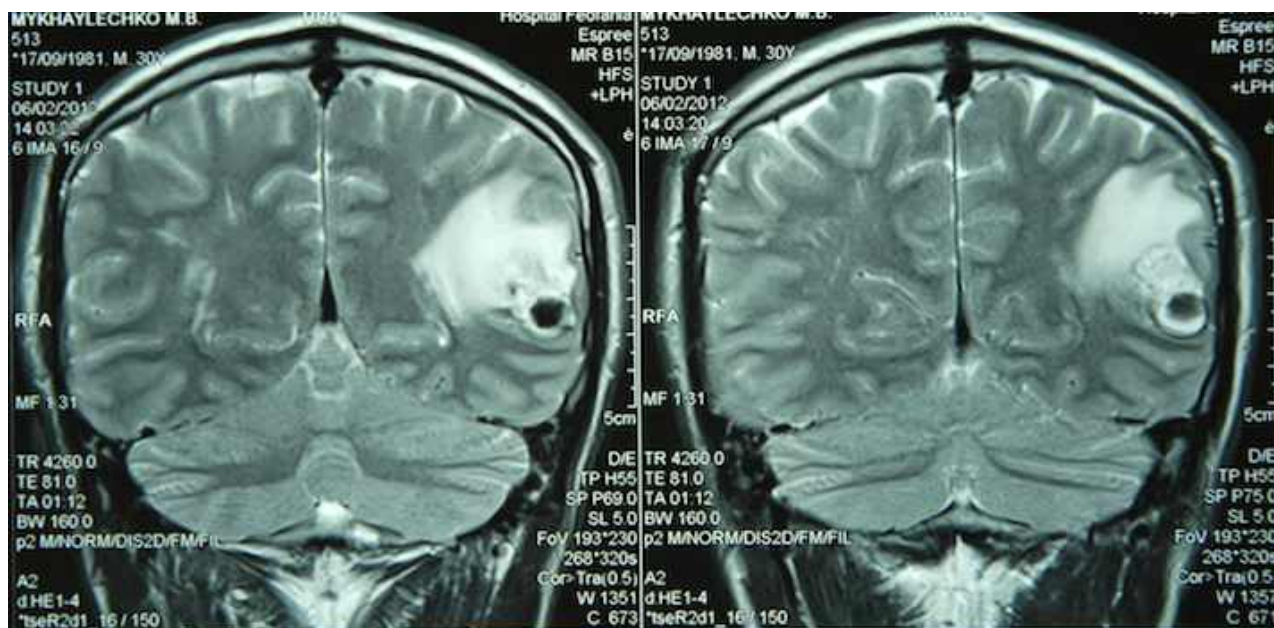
МРТ головного мозку, коронарний зріз в Т2 ЗЗ. Крововилив з каверноми задніх відділів лівої скроневої частки з перифокальним набряком (спостереження №61, хворий М-о, історія хвороби №492/2).
